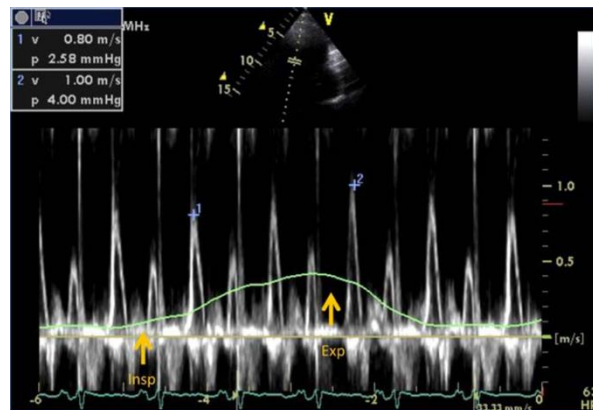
Rekaman Doppler gelombang berdenyut (*subcostal view*) di dalam vena hepatic pada pasien dengan perikarditis konstriktif. Perhatikan pembalikan aliran diastolik yang menonjol saat ekspirasi, dengan rasio pembalikan diastolik didefinisikan sebagai kecepatan pembalikan dibagi dengan kecepatan maju ($\approx 0,35$ m/s kecepatan pembalikan dibagi dengan $\approx 0,30$ cm/s kecepatan aliran maju menghasilkan rasio pembalikan diastolik sebesar 1,2). Eksp menunjukkan ekspirasi; dan insp, inspirasi (Diadaptasi dari *Echocardiographic differentiation of pericardial constriction and left ventricular restriction* oleh Grewal and bansal *et al* ⁽¹¹⁾)
